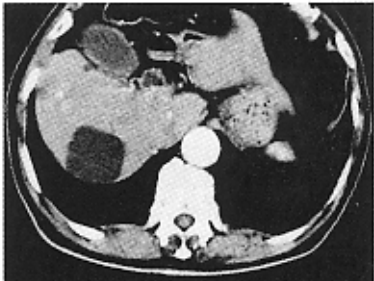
微波联合 TACE 治疗后 3 年复查 CT,肿瘤为 2 cm $\times$ 3 cm,无强化
